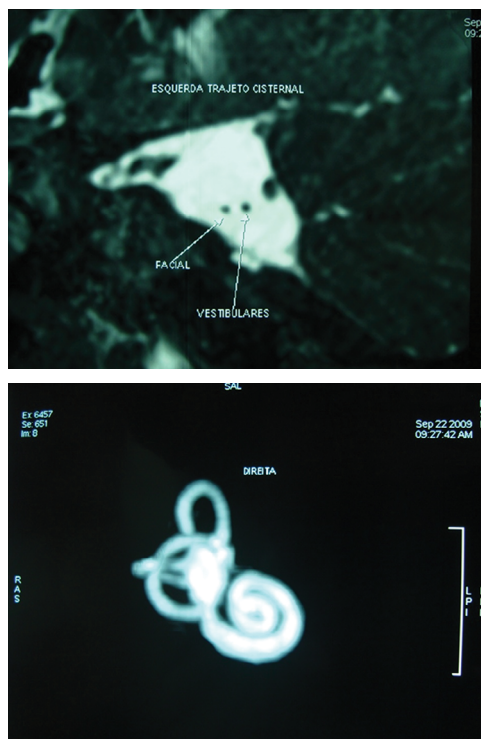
Ressonância magnética de orelha interna. As imagens revelam agenesia do nervo coclear.
